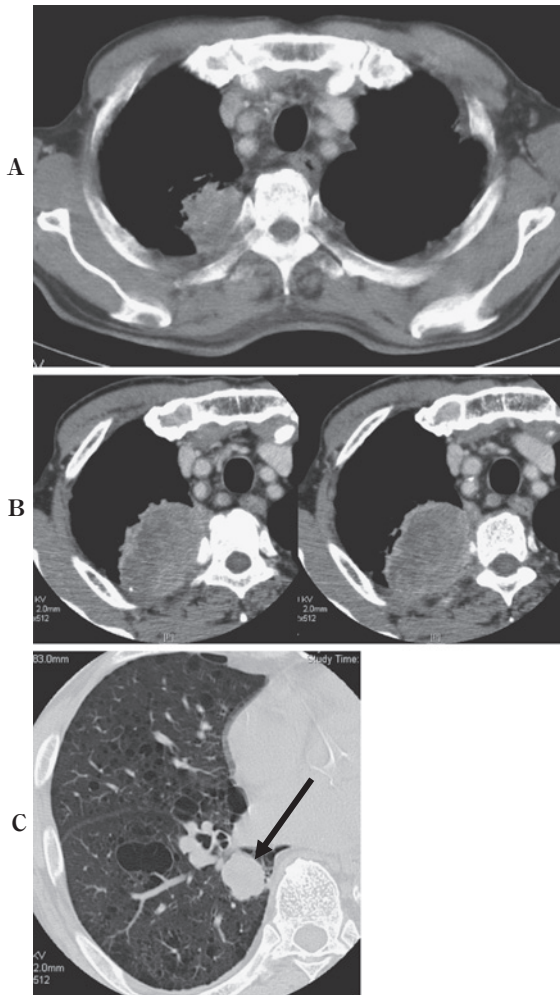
Chest CT. Chest CT scan shows pulmonary emphysema and a 30×20 mm mass in the right S¹ lung (A), and a 20×20 mm mass in the right S⁶ lung (C), on admission. It increased to a 69×41 mm mass invading the chest wall, 5 months after admission (B).
